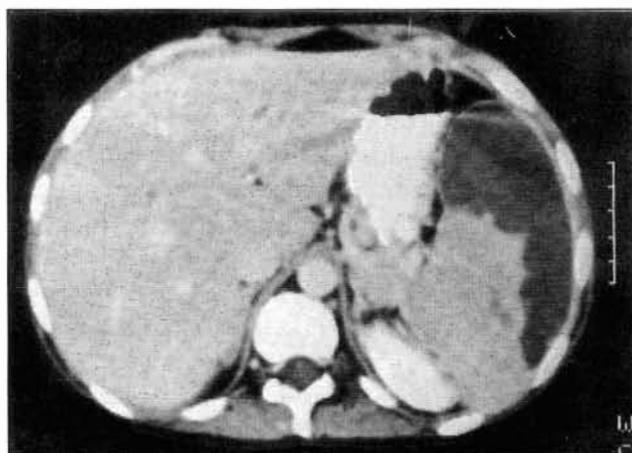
CT abdominal. Esplenomegalia e infarto esplénico.
